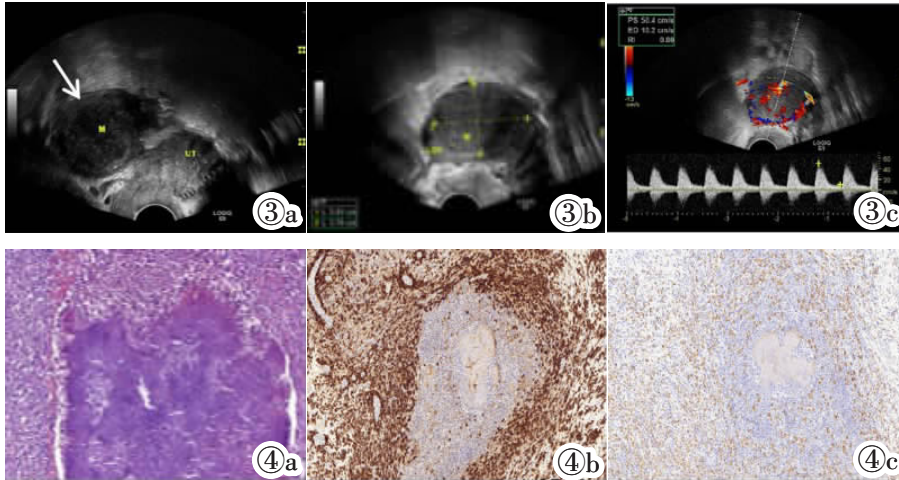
卵巢放线菌病。彩色多普勒超声示子宫左后方中等偏低回声实性肿物,与卵巢分界不清,内部回声尚均匀,CDFI 见肿物中央及边缘探及比较丰富的斑片状、短条状血流信号,PW 显示为高阻型动脉血流频谱。
